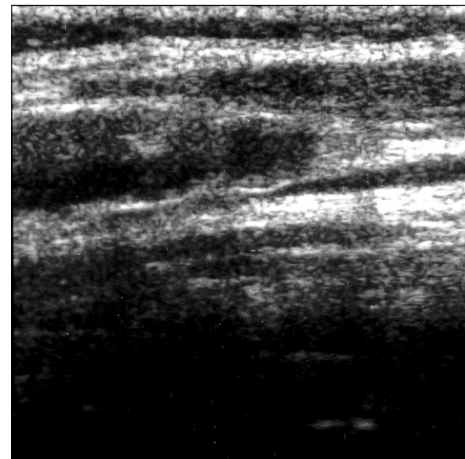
The ultrasonogram shows several enlarged lymph nodes along right cervical chain around the thyroid gland.
